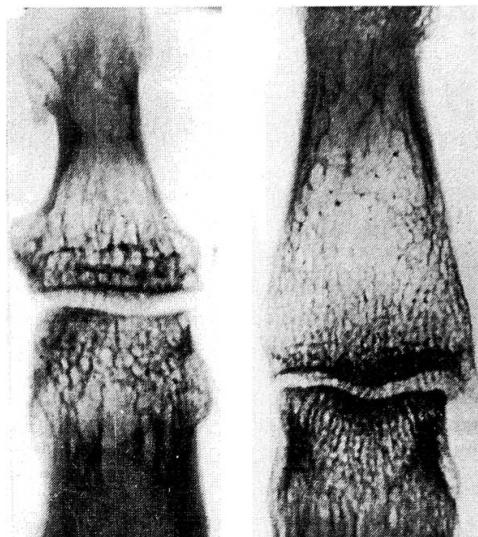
Фрагмент рентгенограммы II пальца правой кисти с пятикратным увеличением. Первичный ДОА (I стадия).
